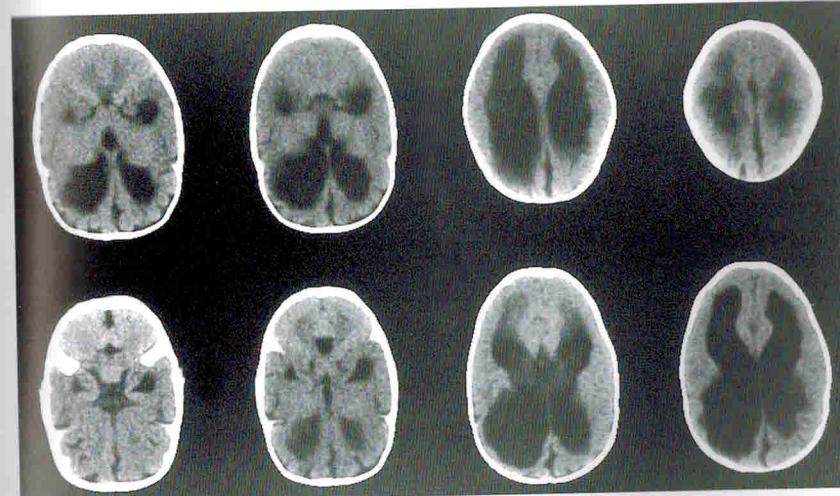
КТ при ПИВК у новорожденного: на серии аксиальных срезов головного мозга визуализируются выраженное расширение III желудочка и боковых желудочков мозга, расширение субарахноидальных пространств лобных долей, правой височной доли, левого полушария мозжечка, большой цистерны мозга
